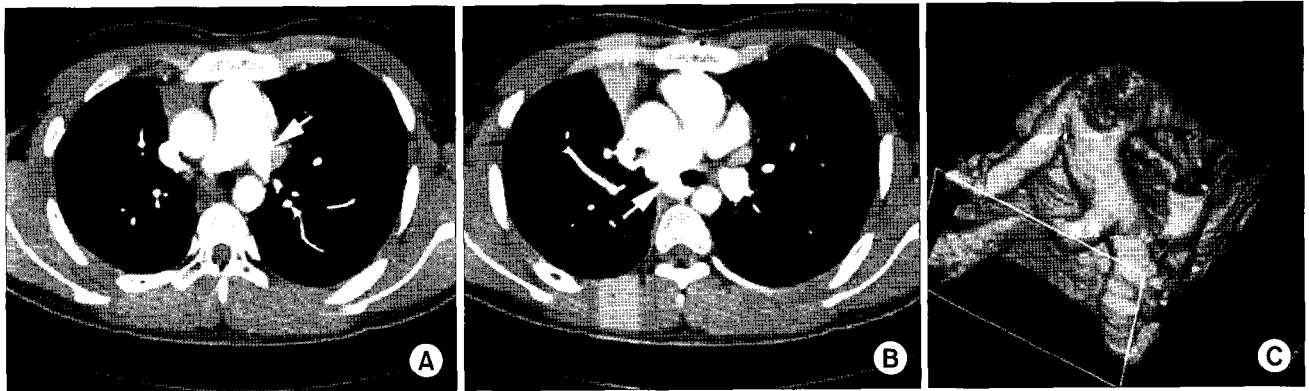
Postoperative chest computed tomography. (A) Reimplanted left upper pulmonary artery originate from main pulmonary artery. (B) Lower left pulmonary artery originates from right pulmonary artery. (C) 3D reconstruction. *=Reimplanted left upper pulmonary artery; =Left lower pulmonary artery.
